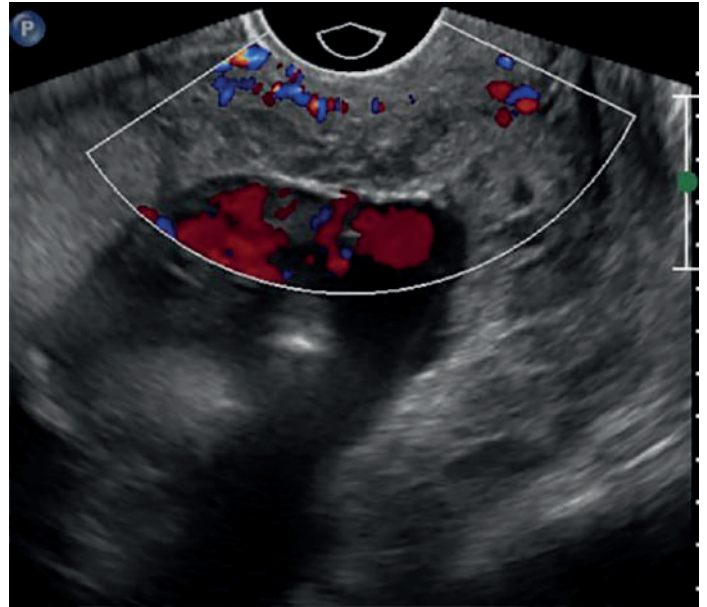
Ultrasonido endovaginal con apreciación de la cobertura marginal del orificio cervical interno, con incremento en la vascularidad subplacentaria a la aplicación del Doppler color.
